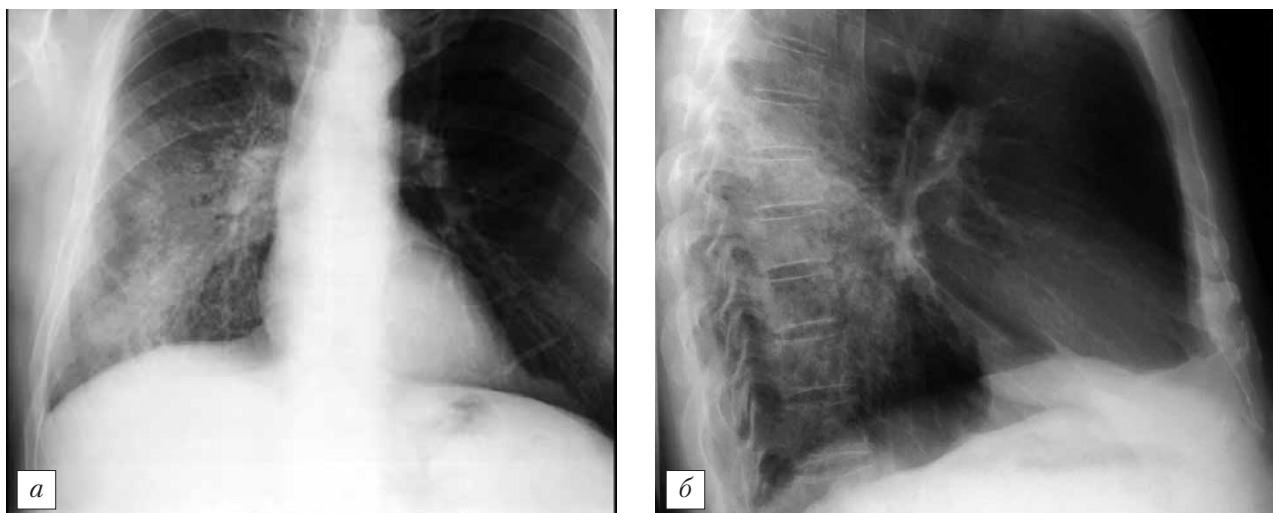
Рентгенограммы грудной клетки больного М. в прямой (а) и правой боковой (б) проекциях. Определяется гомолатеральная очагово-интерстициальная инфильтрация в нижней доле правого легкого.
